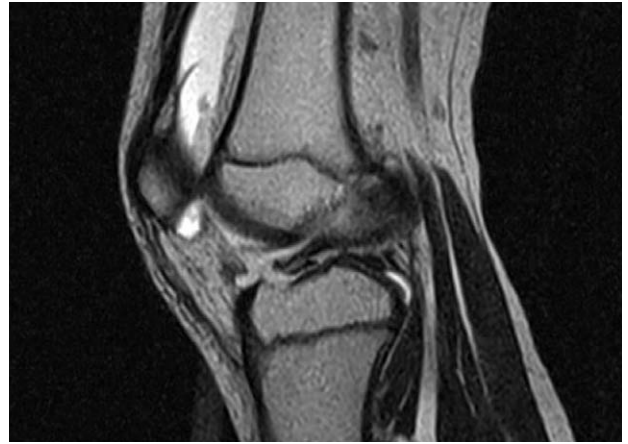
Preoperative magnetic resonance image shows avulsion fracture of the anterior cruciate ligament.
